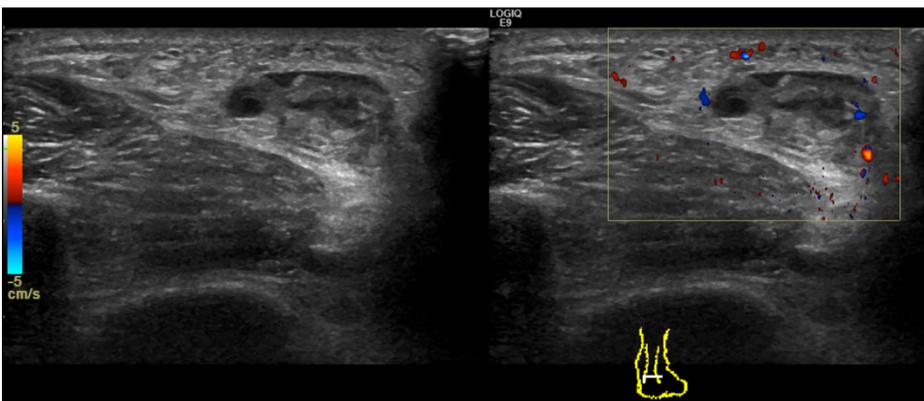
Ultrasonido en escala de grises con transductor lineal de 6-16 MHz en un corte axial con aplicación de Doppler color.
